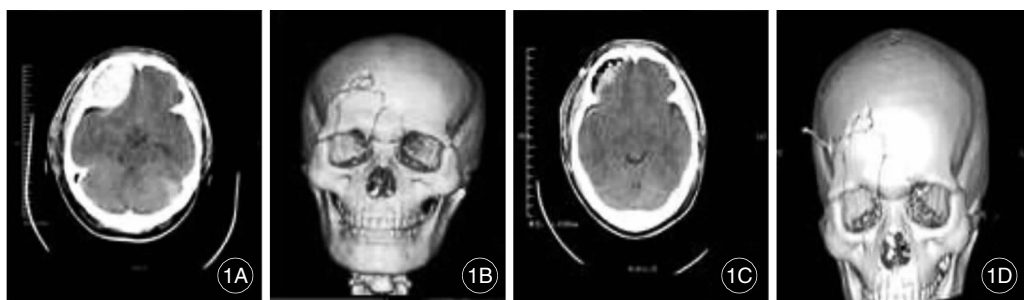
术前、术后影像。1A 术前 CT 平扫;1B 术前 CT 三维重建;1C 术后 CT 平扫;1D 术后 CT 三维重建
